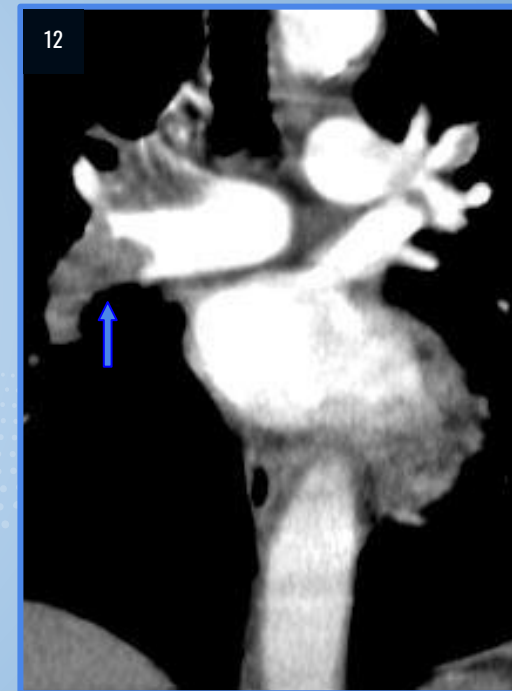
Angio TC con MPR coronal. Aumento del diámetro del tronco de la arteria pulmonar, y sus ramas principales con imagen por defecto de relleno a nivel de las mismas (flechas azules).
